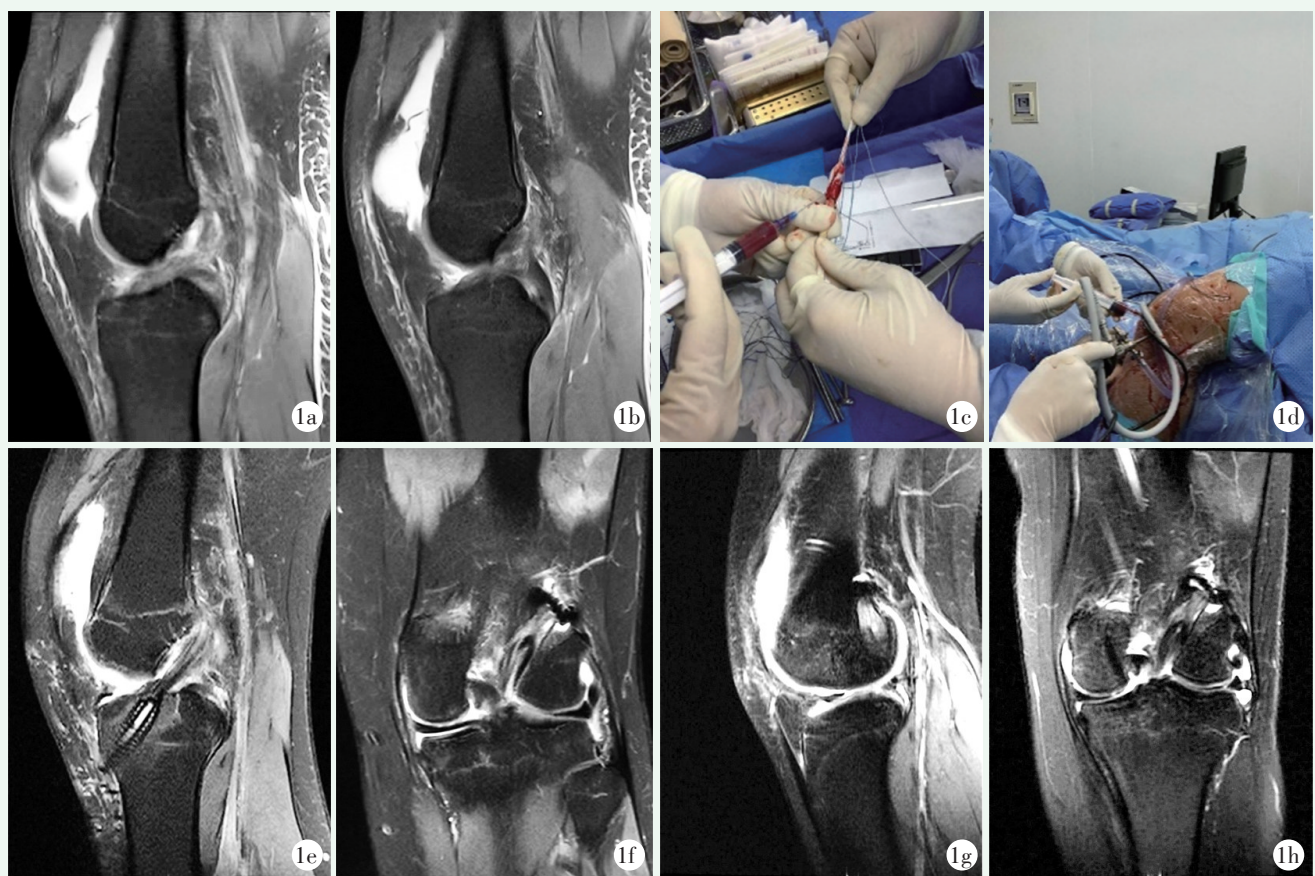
患者, 女, 18 岁 1a, 1b: 术前 MRI 显示 ACL 断裂, 关节内积血 1c: 移植肌腱两端捆绑 GS 并注入 BMC 1d: 肌腱引入骨隧道, 固定移植体 1e: 术后 6 个月移植肌腱股骨隧道矢状位 1f: 术后 6 个月移植肌腱股骨隧道冠状位 1g: 术后 12 个月移植肌腱股骨隧道矢状位, 中间区较 6 个月时信号降低 1h: 术后 12 个月移植肌腱冠状位, 中间区较 6 个月时信号降低
